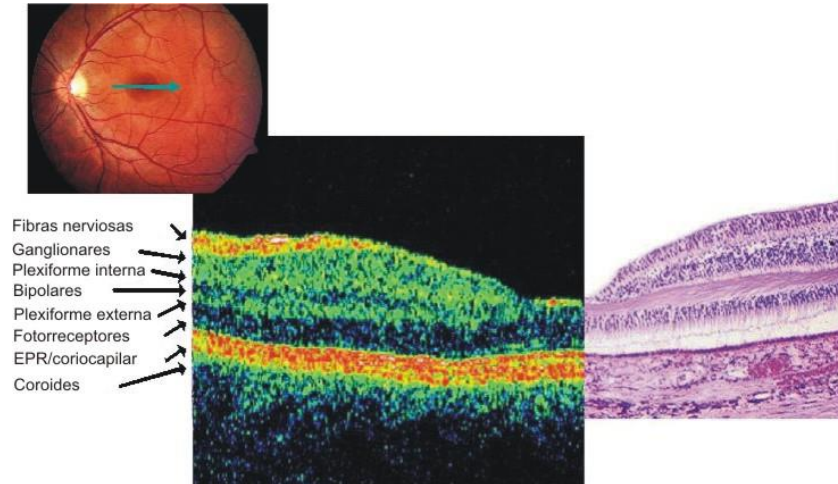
Tomografía de coherencia óptica (26)
